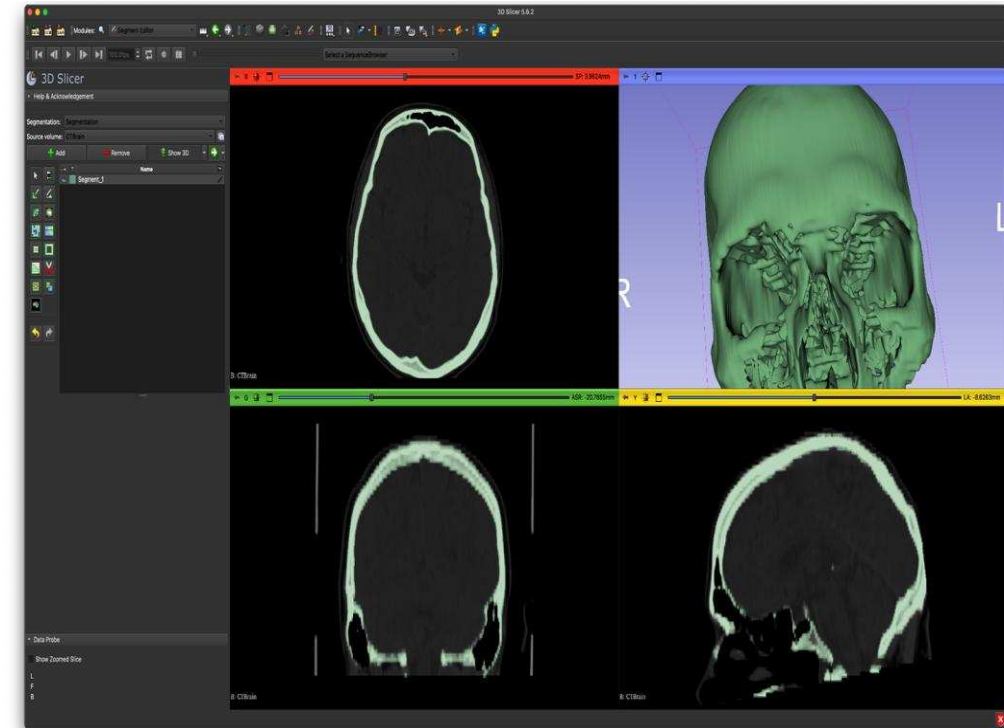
Segmentación de estudio de TC en 3D Slicer.
